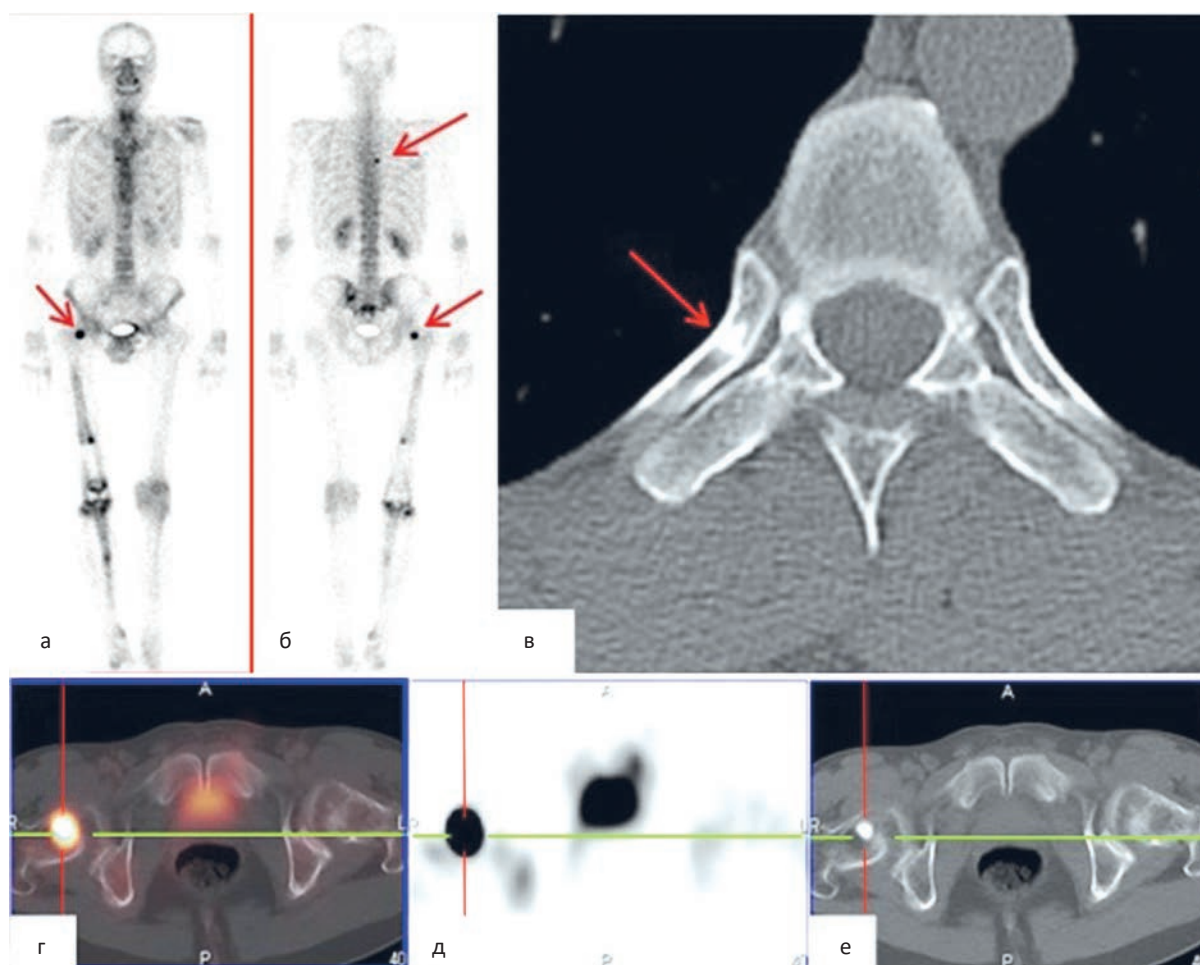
Остеосцинтиграфия (а, б) и ОФЭКТ/КТ-аксиальные срезы в режиме совмещения (г), ОФЭКТ (д) и КТ (в, е)
